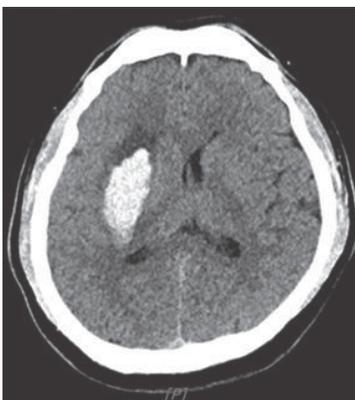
Brain CT of patient(20XX. 1. 26)
